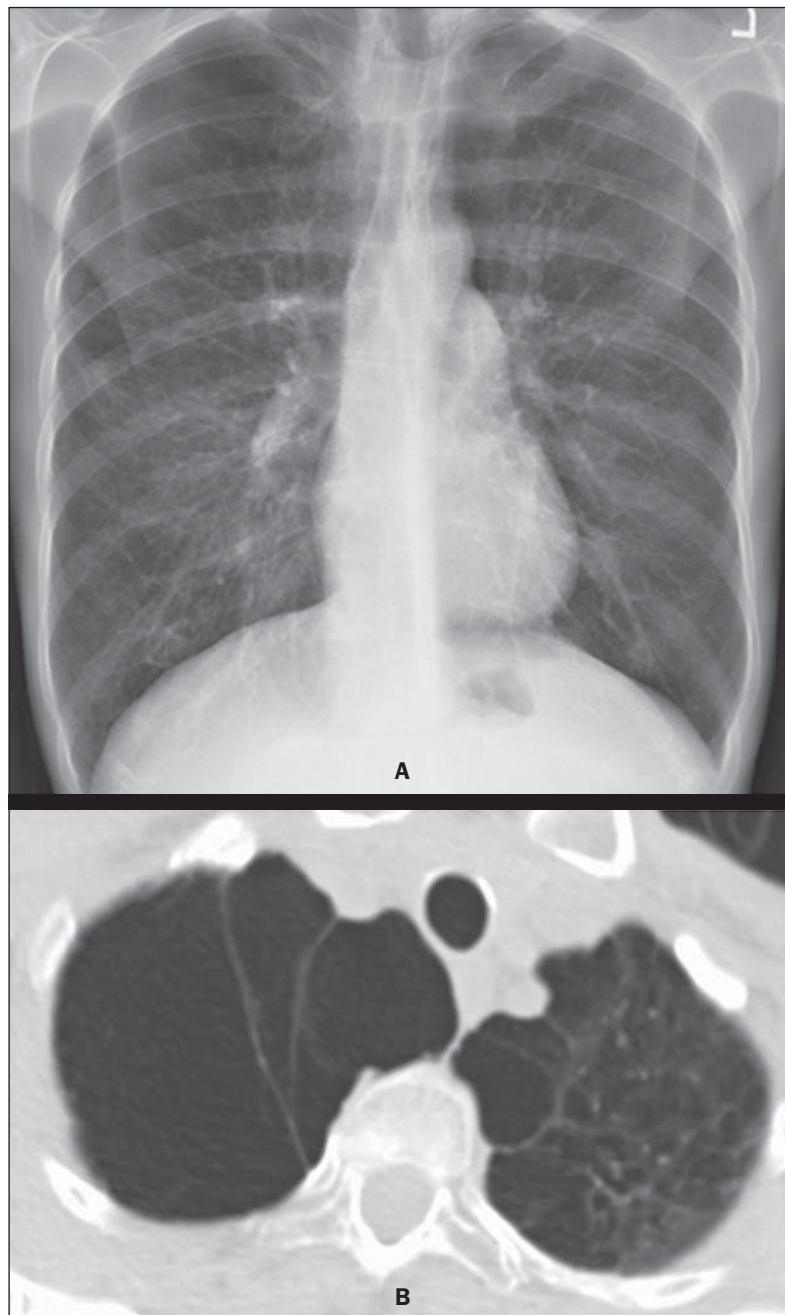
A: Radiografia do tórax em posteroanterior. B: Tomografia computadorizada com janela para parênquima pulmonar. Corte ao nível dos lobos superiores.
